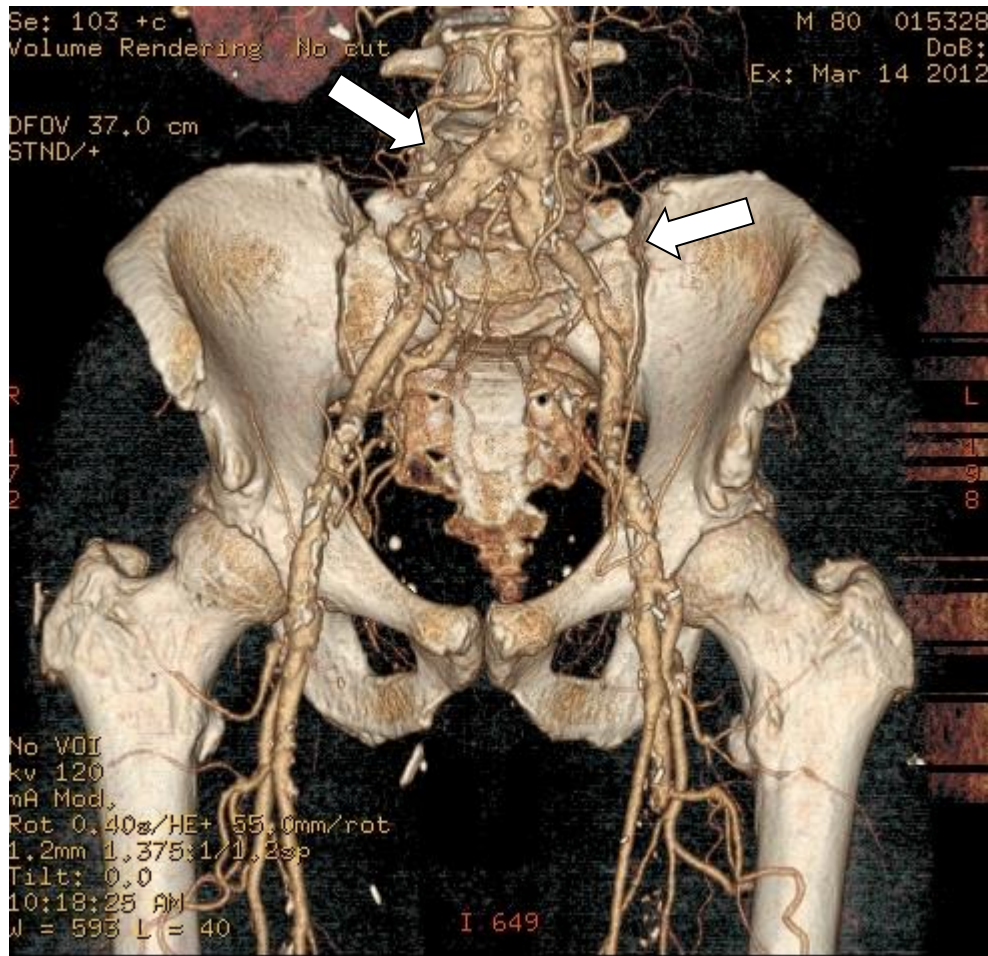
TAC MULTICORTE (64), imagen en Volume Rendering, del eje aórtico-iliaco-femoral bilateral, que evidencia lesiones severas en ambas arterias ilíacas externas, que comprometen la bifurcación de arterias ilíacas internas (flechas en blanco).
